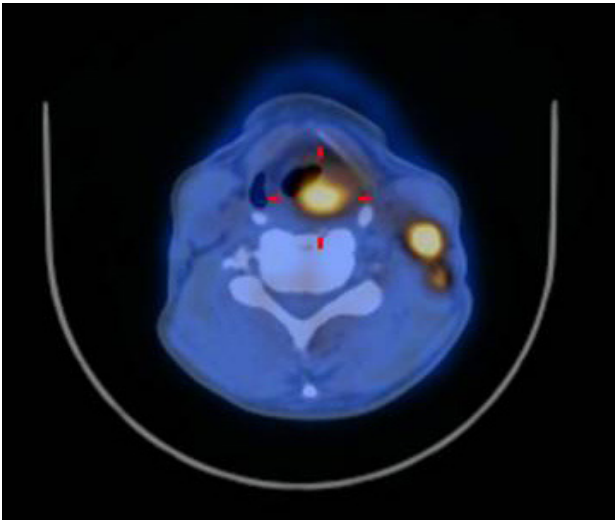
Positron emission tomography (PET)/CT revealed focal intense increased fluorodeoxyglucose (FDG) uptake in the supraglottic region (pSUV=6.4), and linear intense increased FDG uptake in the left neck (levels II-V, pSUV=13.2), suggesting multiple neck lymph node metastasis.
